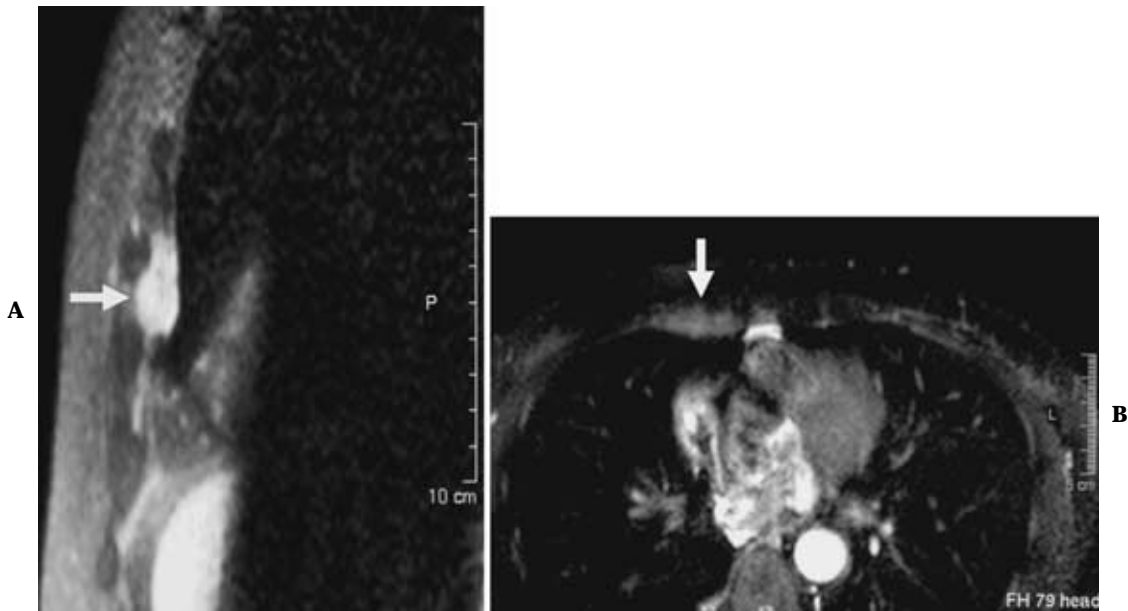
Magnetic resonance (MR) images obtained after positron emission tomography. A. Sagittal T1-weighted gadolinium-enhanced MR image. The tumor (arrow) shows contrast enhancement by gadolinium. B. Transverse T2-weighted MR image. The tumor (arrow) is of slightly elevated signal intensity.
